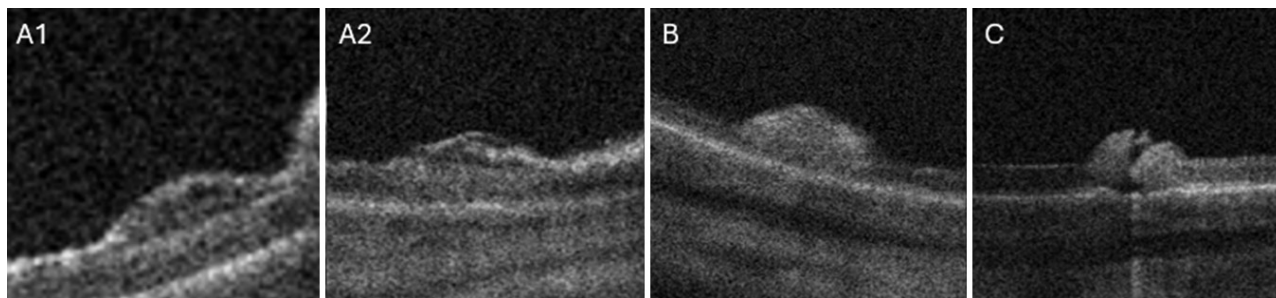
Фото оптичної когерентної томографії в ділянках аплікацій височастотним електрозварюванням біологічних тканин на сітківку за напруги 11 В (A1 та A2), 12 В (B) та 13 В і 14 В (C). Аплікації за напруги 11 В (панель A) характеризуються набряком сітківки з незначною гіперрефлексивністю при збереженій диференціації шарів сітківки. Аплікації за напруги 12 В (панель B) та 13 В і 14 В (панель B) призводили до виражених коагуляційних змін (гіперрефлексивні вогнища) з формуванням розриву сітківки в центрі аплікації при збільшенні напруги (панель C).
